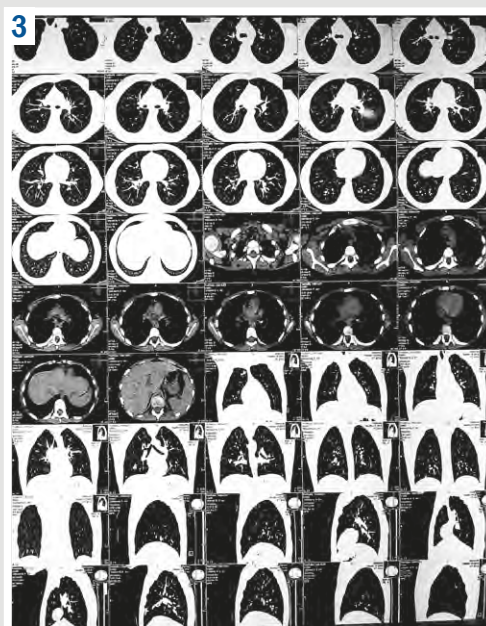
Chest CT scan performed in the Pediatric Unit following intensive care treatment at the PNE "ZRCDPP" ZRC.
